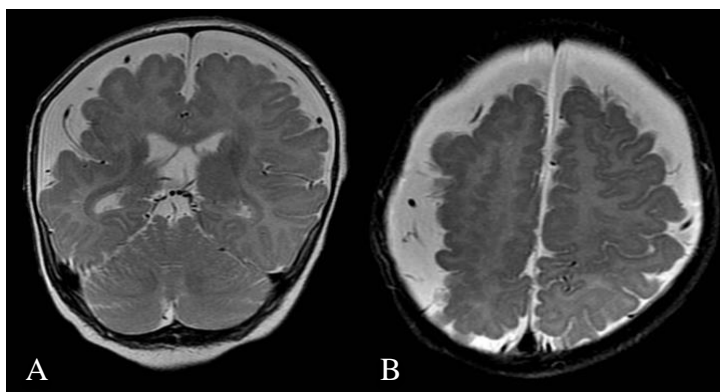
RM de crânio do caso 2.1. Cortes Coronal T2 (A) e Axial T2 (B) evidenciando extensa malformação do desenvolvimento cortical, de aspecto polimicrogírico frontotemporoparietal direito
